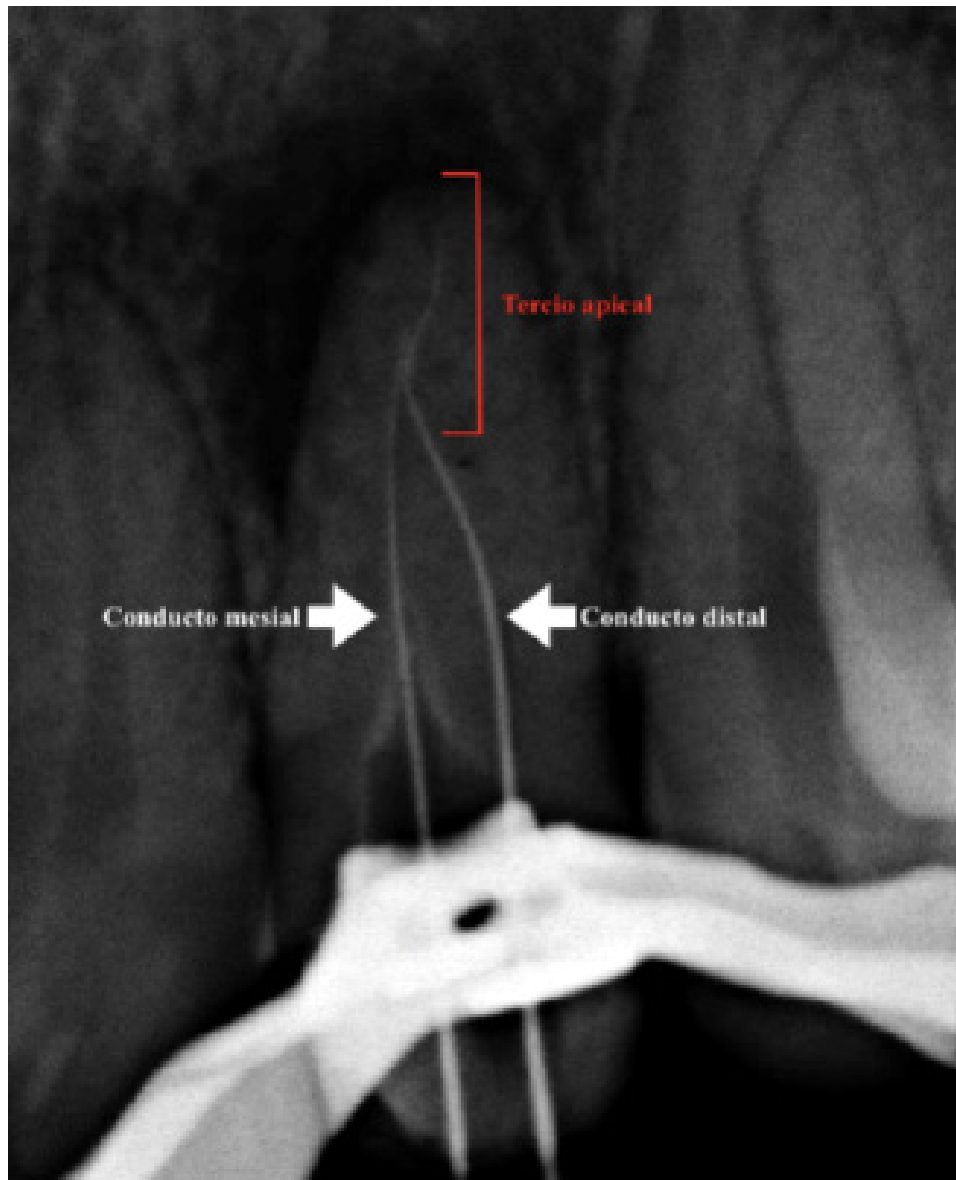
Radiografía de conductometría tentativa
